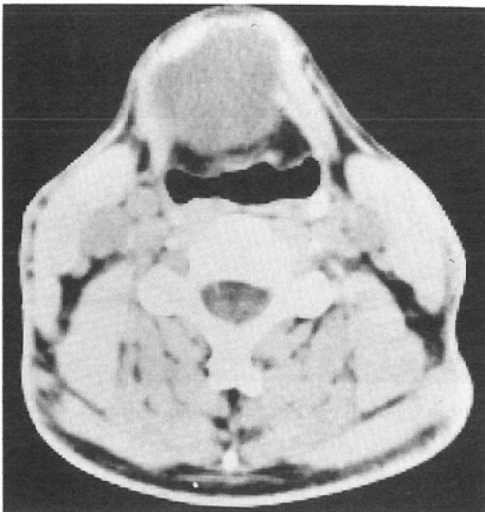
Non-contrast CT scan shows a well-defined low density mass. Attenuation value: 29HU.
